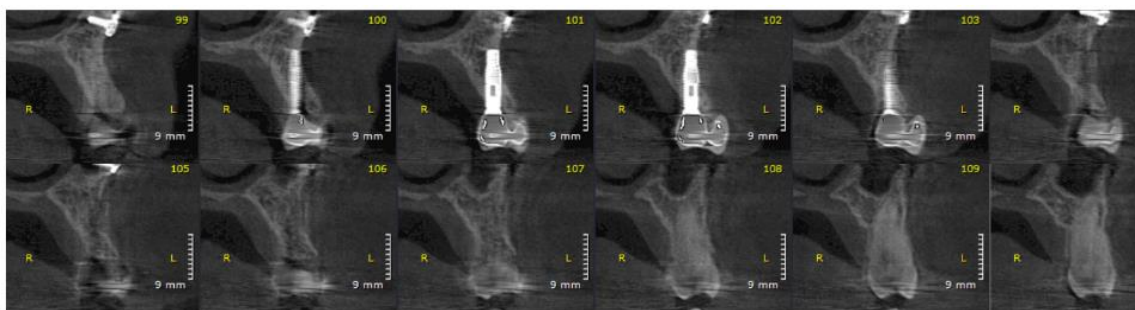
Tomografia da região do implante, demonstrando altura óssea adequada, com osseointegração e boa estabilidade.
